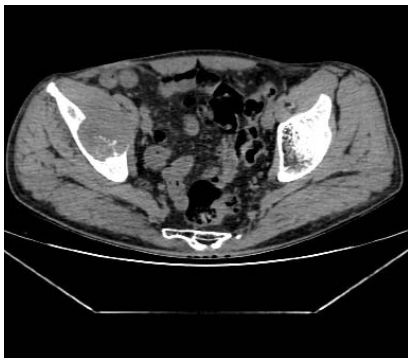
МСКТ костей таза, аксиальная плоскость (описание в тексте)
